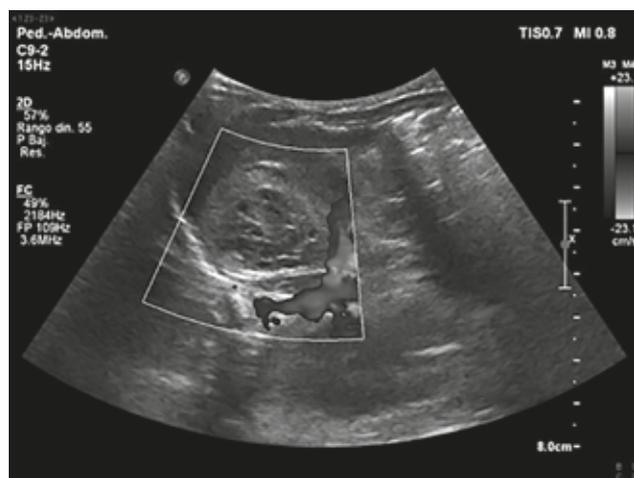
Ecografía abdominal donde se aprecia una lesión suprarrenal hiperecogénica y sin señal Doppler interna.
